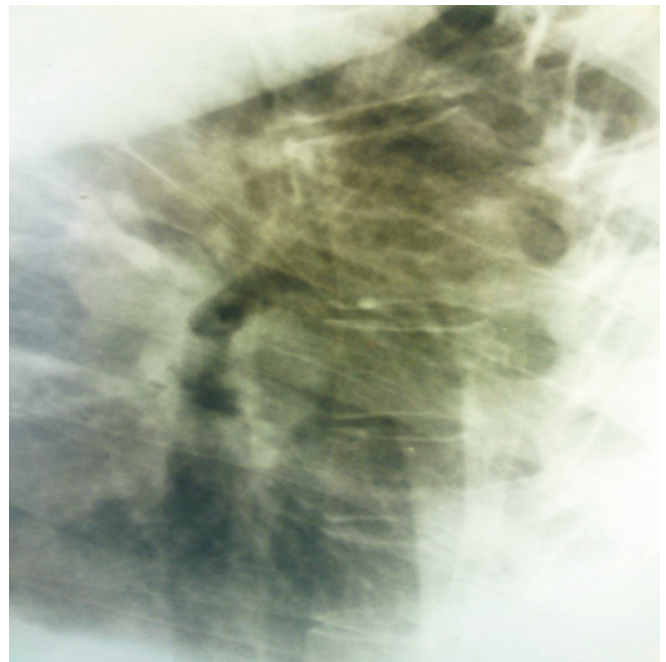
Radiografia coloanei vertebrale.
